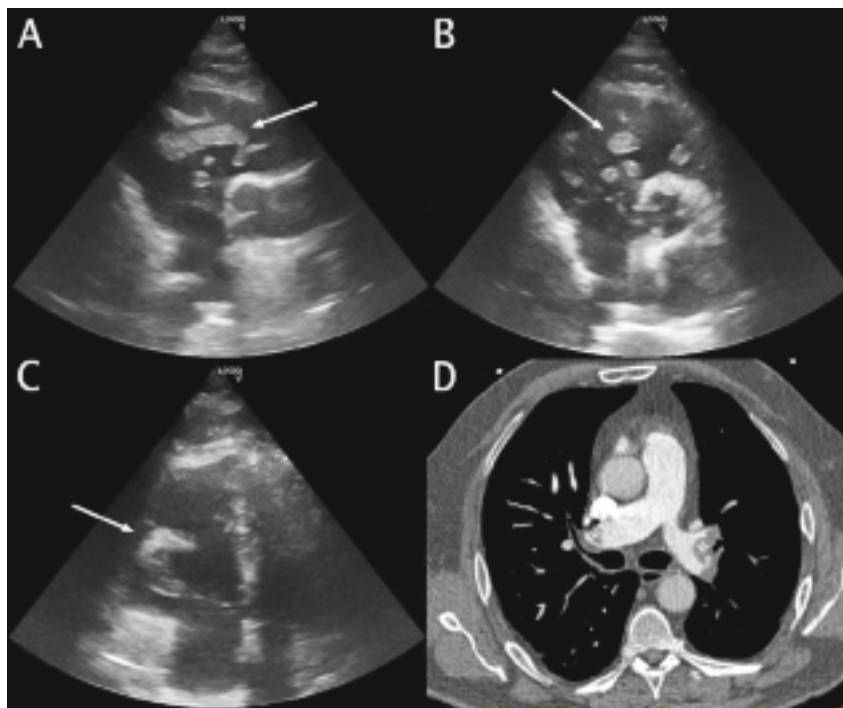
Trombo flotante ramificado de gran tamaño a nivel del ventrículo derecho en la ecocardiografía (imágenes A, B y C, flechas) con tromboembolismo pulmonar masivo en el angioTC (imagen D, asteriscos señalan trombo enclavado en arterias pulmonares).
